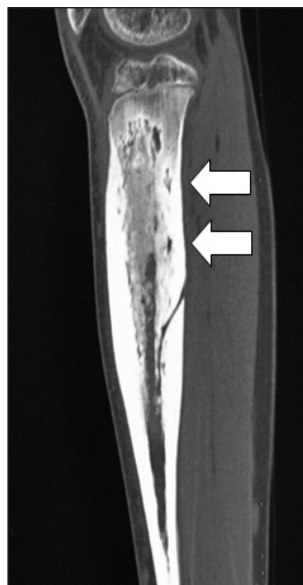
КТ-скан хворого Г., 13 років. Різке потовщення кортексу та осередки остеорезорбції (стрілки) в ньому та спонгіозу великогомілкової кістки, остеомієліт Гарре
